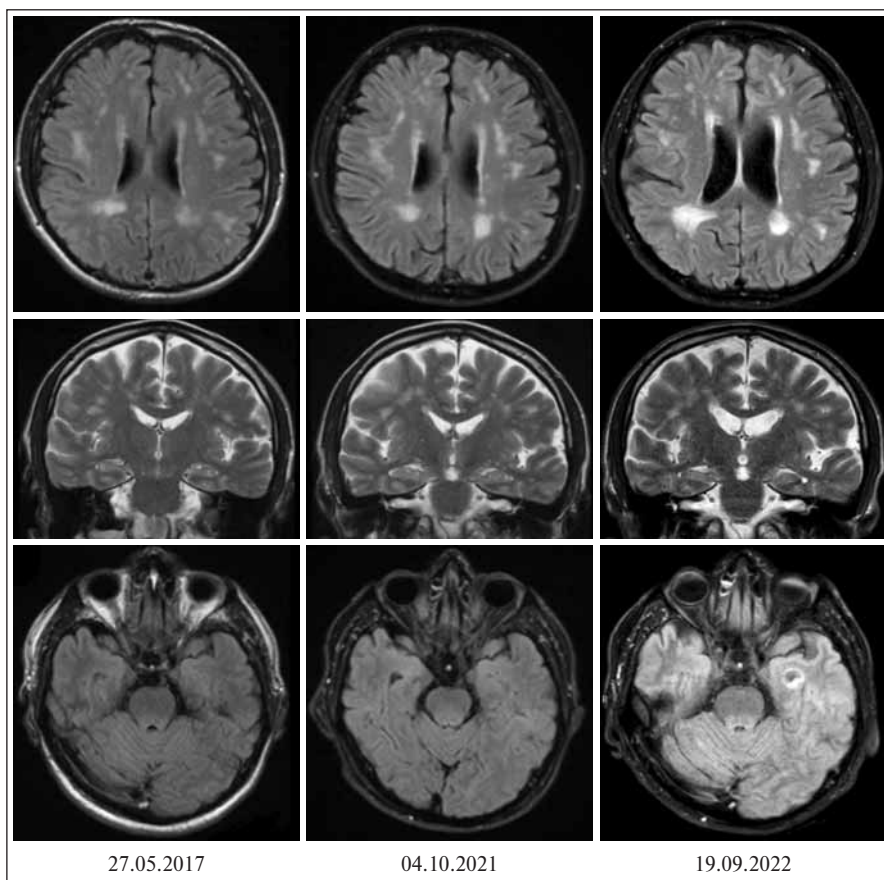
МРТ головного мозга. 1-й ряд — режим FLAIR, аксиальная плоскость. Незначительная отрицательная динамика в виде увеличения объема и количества «сосудистых» очагов; 2-й ряд — режим T2, корональная плоскость. Появление признаков атрофии медиобазальных отделов височных долей головного мозга, атрофии гиппокампов; 3-й ряд — режим FLAIR, аксиальная плоскость. Отсутствие признаков кавернозной ангиомы в 2017 и 2021 гг.
